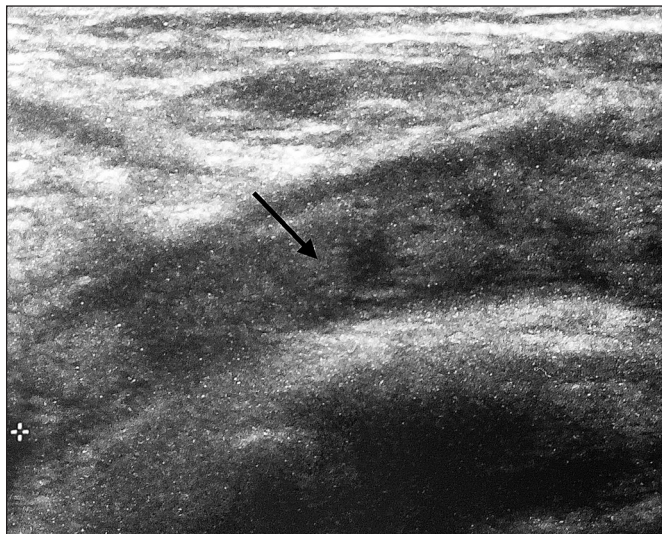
УЗИ сосудов правого бедра: тромб в просвете общей бедренной вены справа (указан стрелкой).
